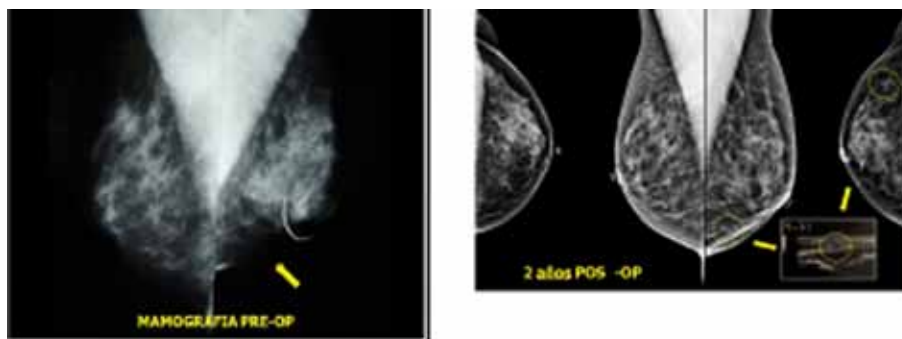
Secuela de tratamiento conservador. Mamografía analógica previa a LT, pérdida de glándula en cuadrantes inferiores. Mamografía digital y ecografía al segundo año posoperatorio mostrando la reparación de la pérdida de volumen mamario sin secuela imaginológica.
